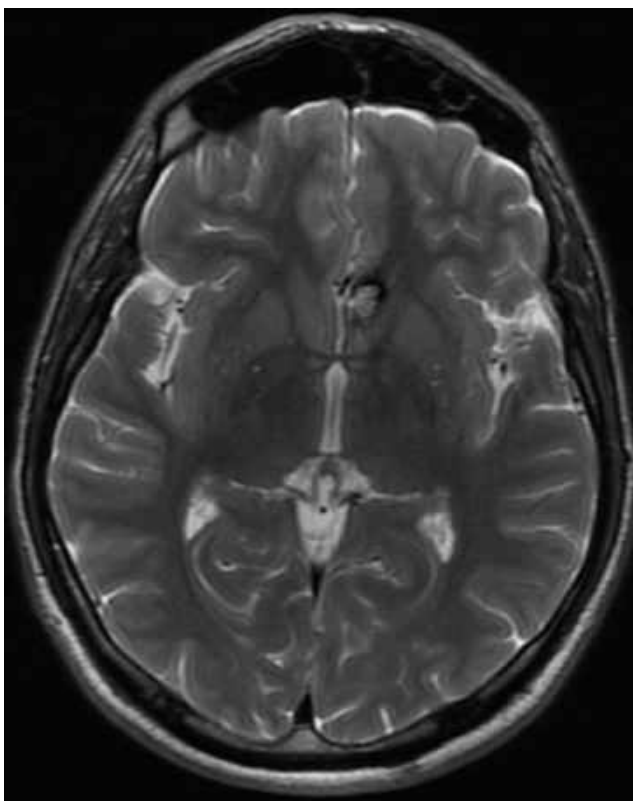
МРТ головного мозку (T2 ЗЗ, аксіальний зріз). Кавернома лівої лобової частки (тип II по Zabramski). Клінічно — фармакорезистентна епілепсія протягом 5 років (спостереження №13, хворий Н-ш, історія хвороби №500).
